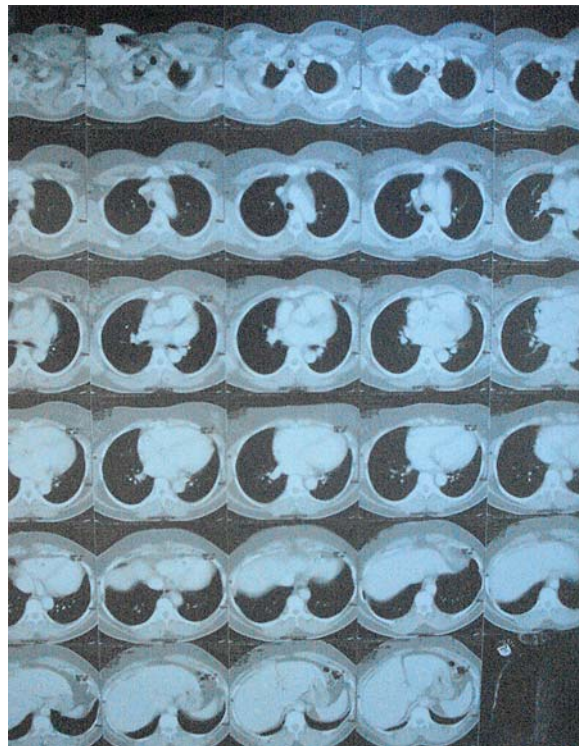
Tomografia de Tórax
